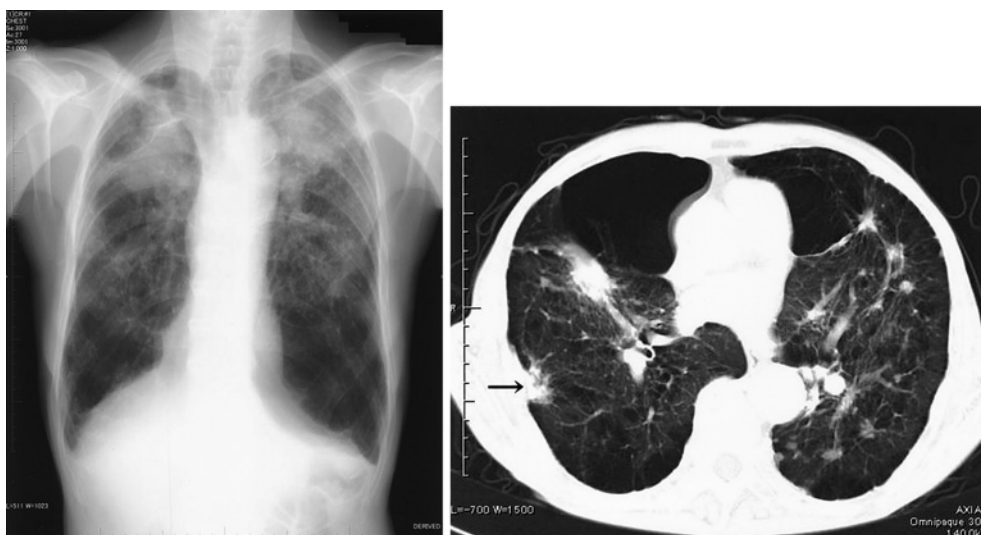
じん肺合併肺癌例の胸部X線写真と胸部CT画像
